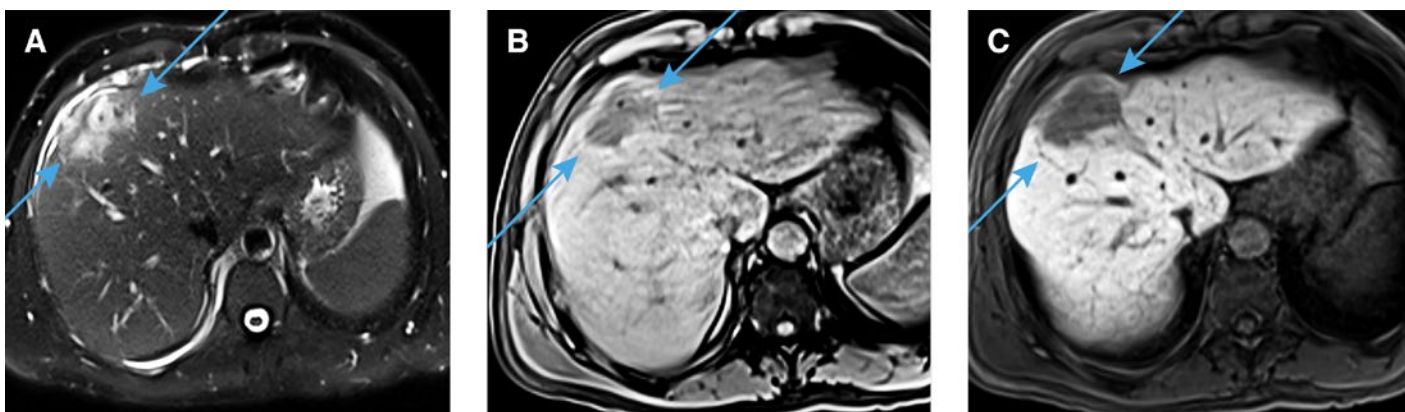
Magnetresonanztomogramm des Abdomens, Transversalschnitte, T2-HASTE-Sequenz (A), T1-Sequenz nativ (B), T1-Sequenz mit Kontrastmittel in hepatozytenspezifischer Phase (Gd-EOB-DPTA) (C). T2-hyperintense (A), T1-hypointense (B, C) intrahepatische Läsion (Pfeile) mit zentraler Verkalkung. HASTE: Half Acquisition Single-Shot Turbo Spin Echo; Gd-EOB-DPTA: Gadolinium Ethoxybenzyl Diethylenetriamine Pentaacetic Acid.
